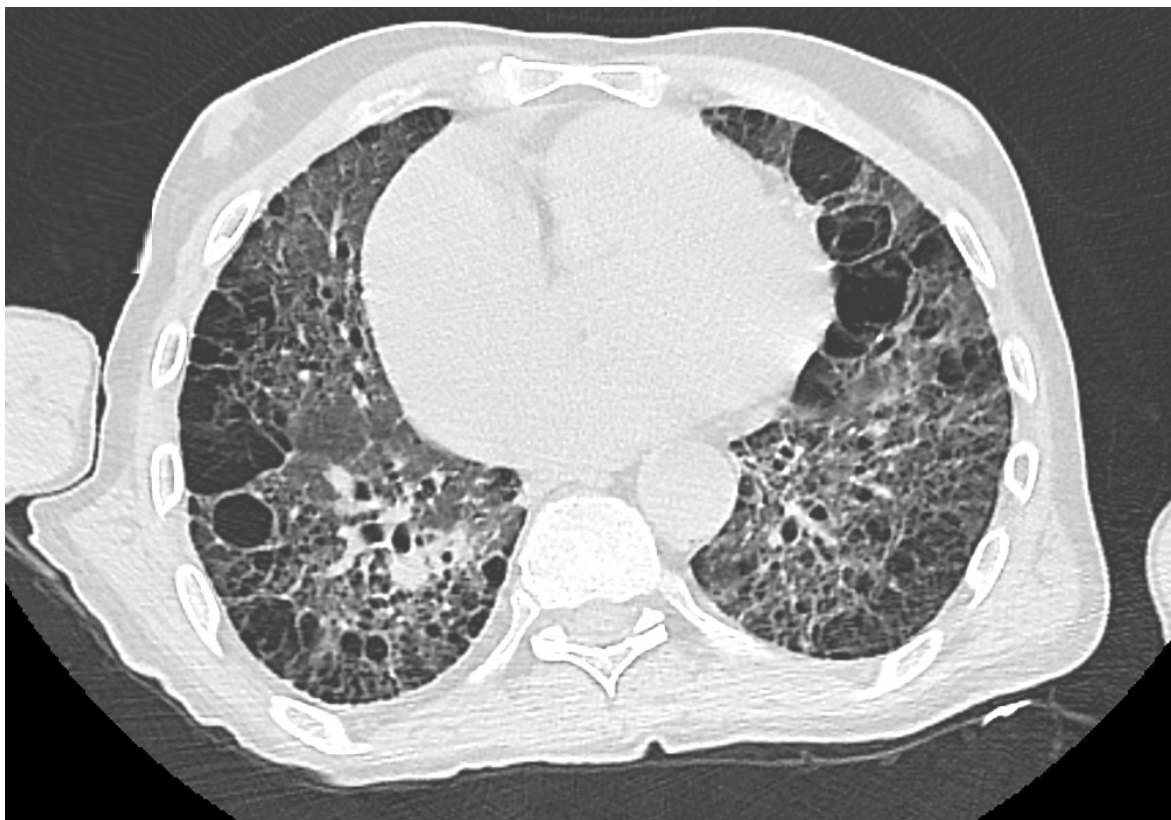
Figura Nr. 5.3. CT torace, secțiune în plan axial, fereastra pulmonară- cardiomegalie, distrugerea parenchimului pulmonar, leziuni de fibroză pulmonară distructivă
